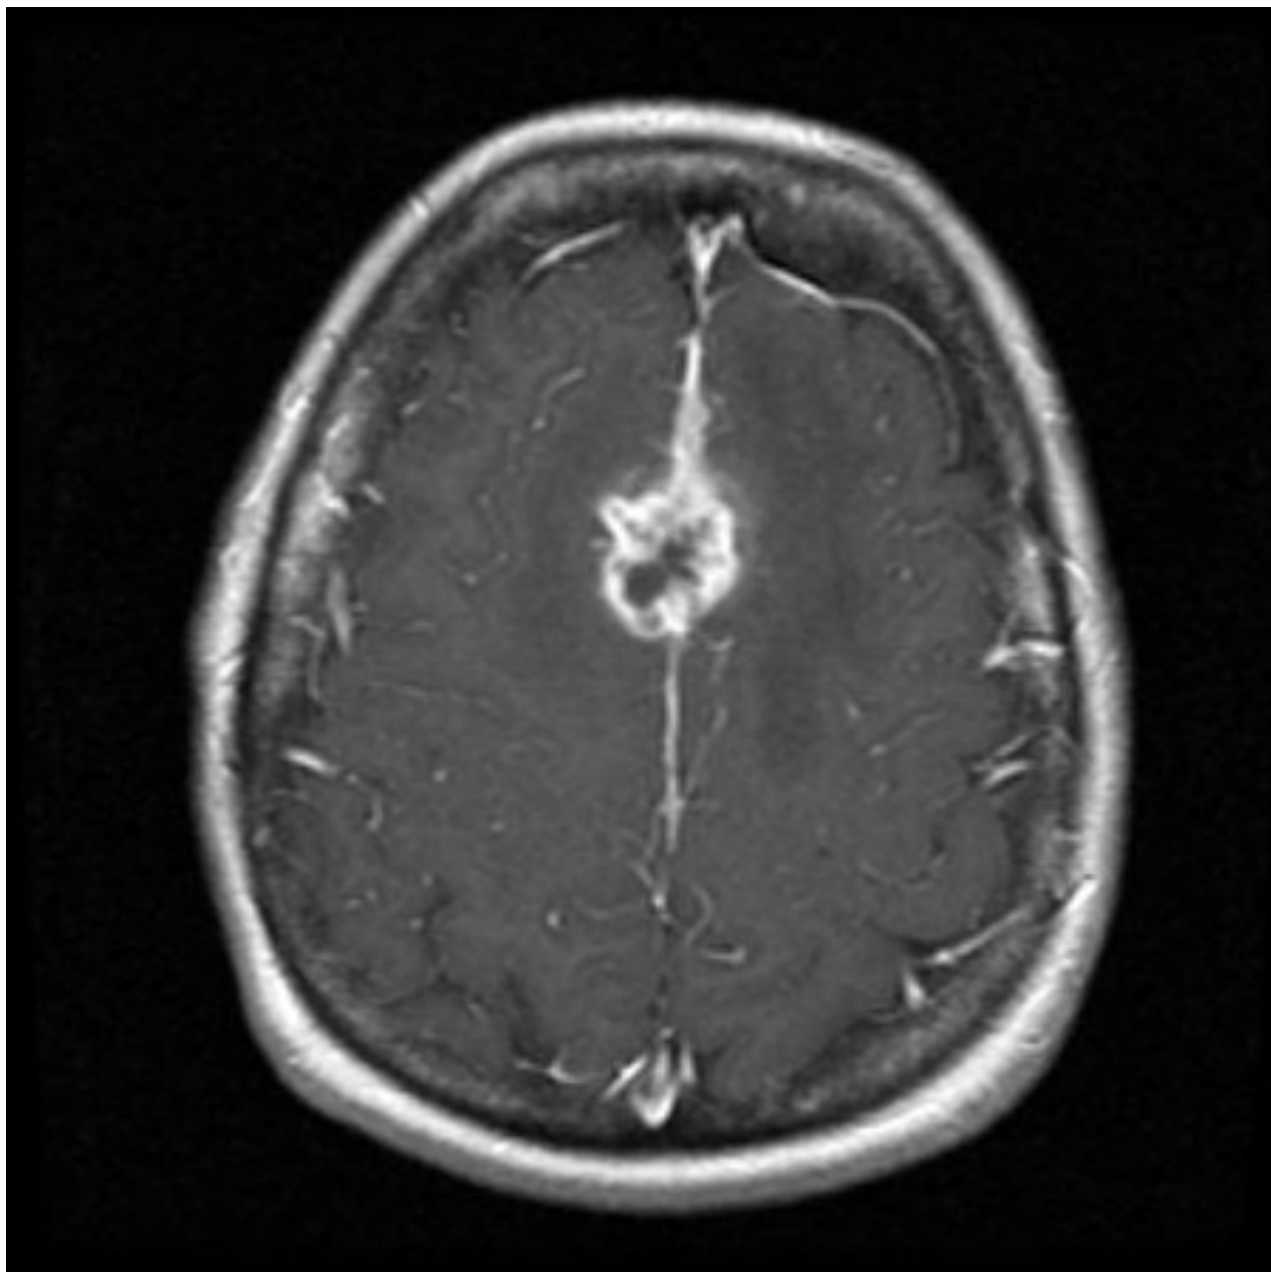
Imagem de ressonância nuclear magnética (RNM) axial em T1 realçada por gadolínio de blastomicose cerebral
